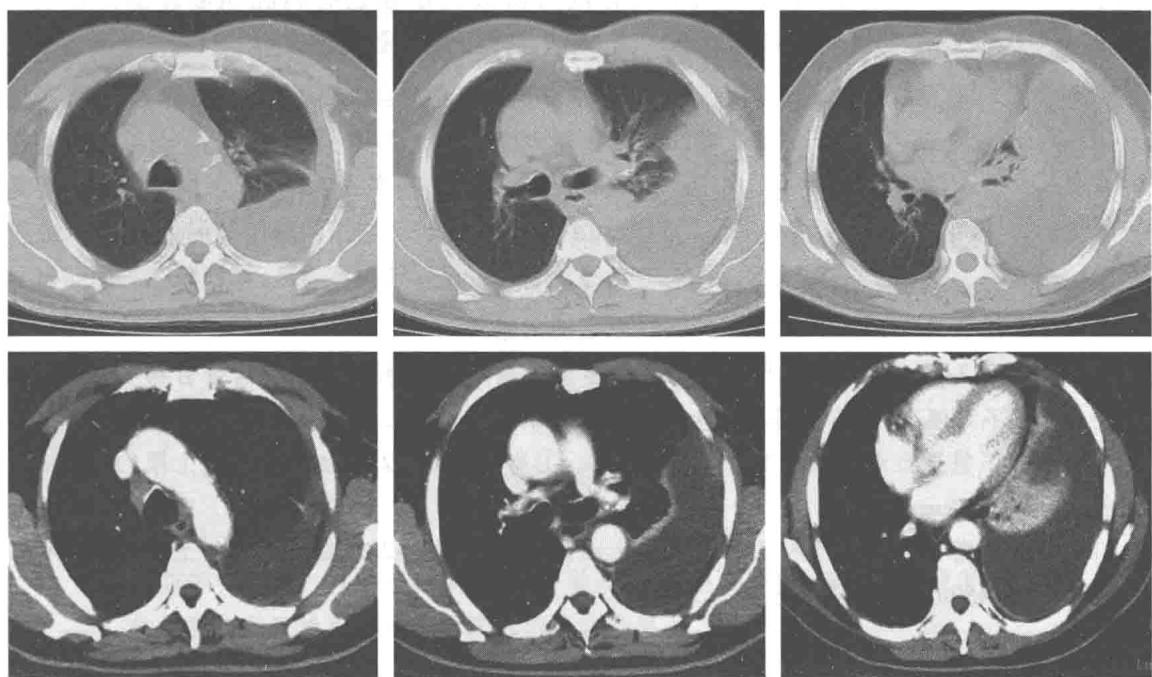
胸部CT：左侧大量胸腔积液，左侧胸膜结节状增厚并纵隔淋巴结增大
